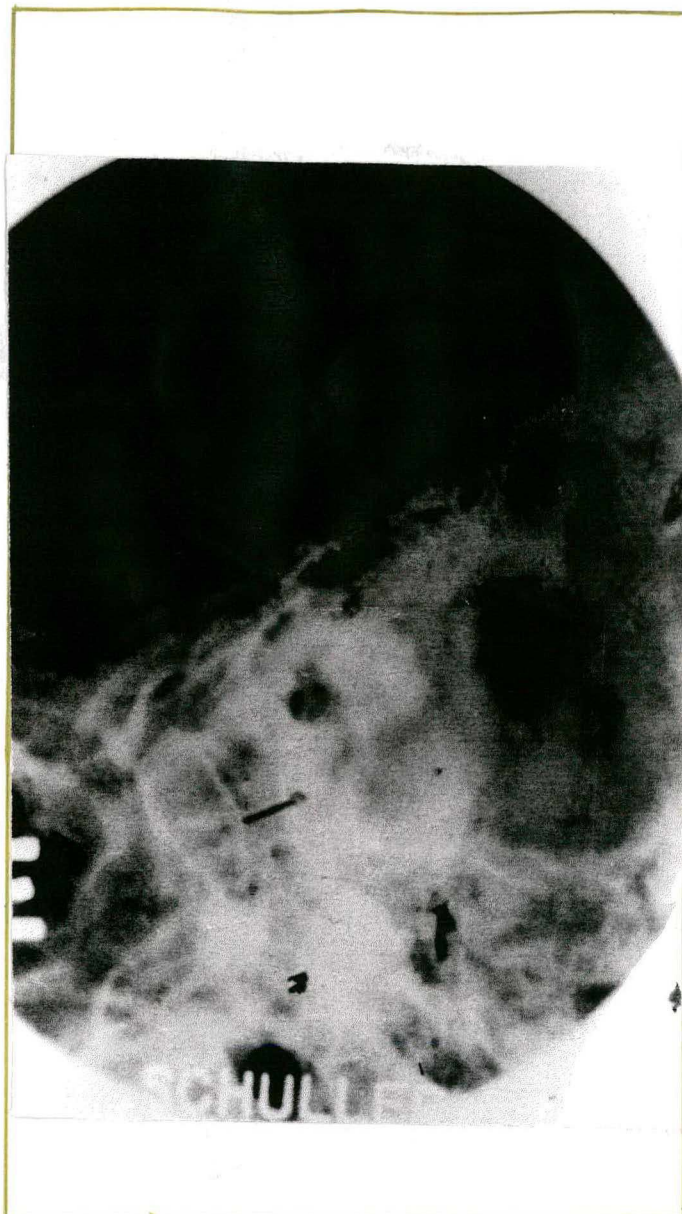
Radiografia Simples na incidência de Schuller evidenciando lesão de padrão lítico na mastóide esquerda.
